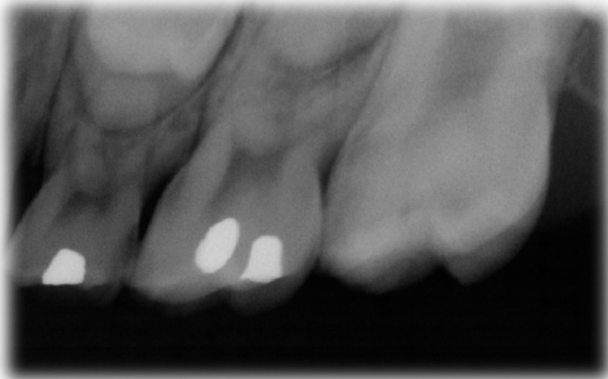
Radiografía inicial del primer molar permanente superior izquierdo sin datos patológicos.
